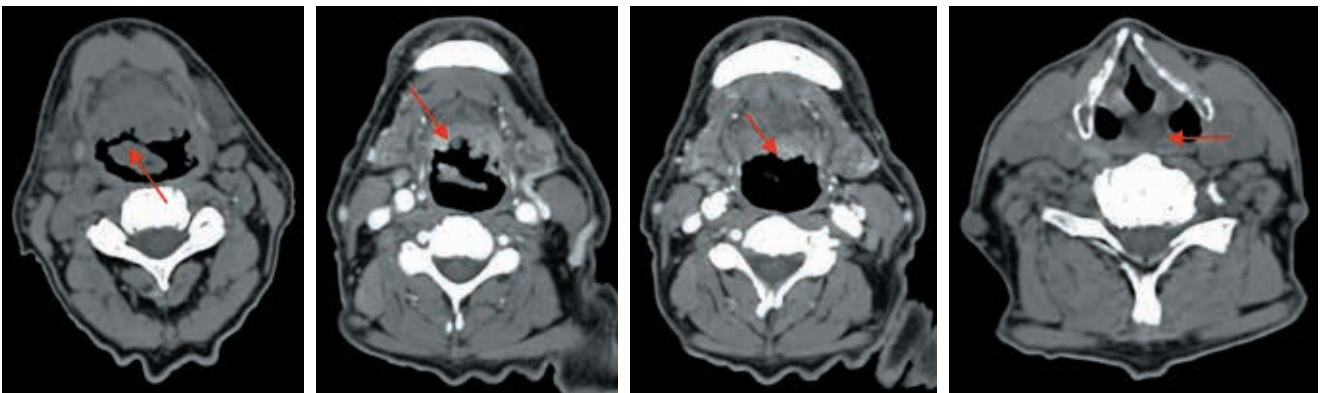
TAC de laringe y cuello sin y con contraste: masa que ocupa la valécula izquierda; engrosa la epiglótis e infiltra la base de la lengua; cuerdas vocales intactas.
